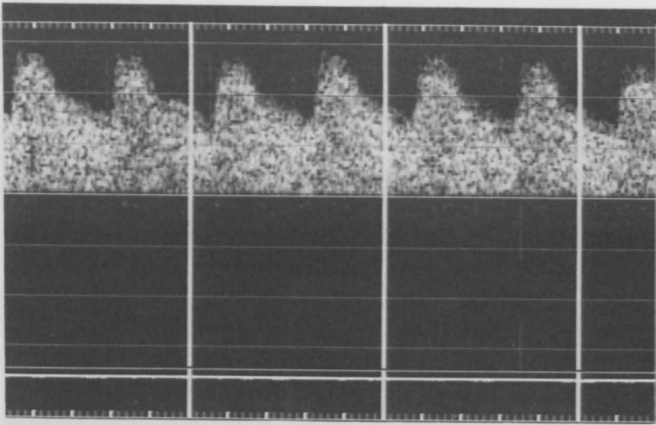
Dopplersonographisches Flußprofil in der A. cerebri ant. bei leichter Subarachnoidalblutung. Anstieg sämtlicher Flußgeschwindigkeiten auf Grund eines Vasospasmus. Erhöhung des diastolischen Vorwärtsflusses
